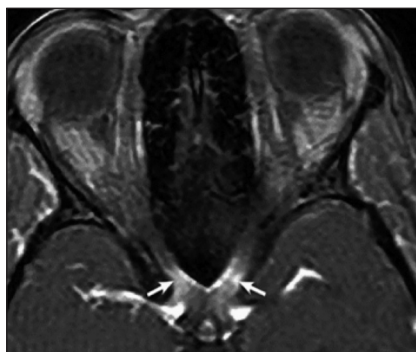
Оптический неврит при ЗСОНМ. Накопление контрастного вещества очагом в хиазме. МРТ в режиме T1 с гадолинием
